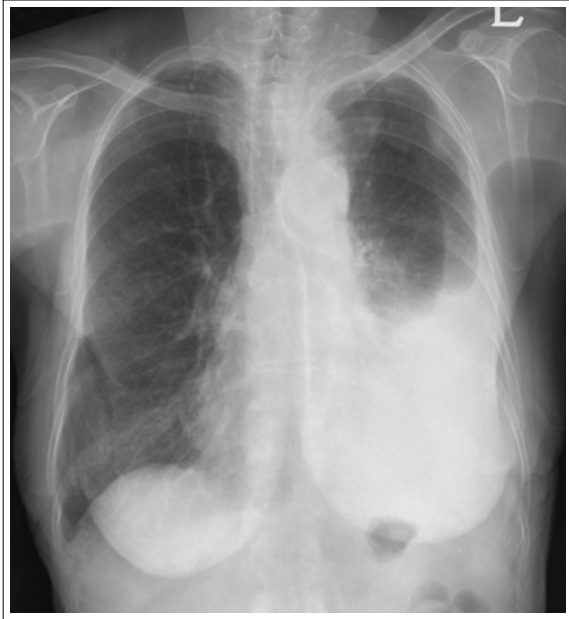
Chest X-ray shows left pleural effusion and left upper mediastinal mass with tracheal deviation.
